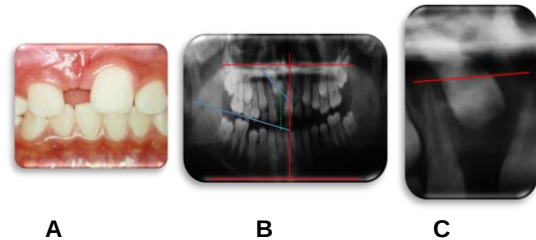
Posición inicial del diente incluido 11. A. Fotografía intraoral con ausencia del diente 11; B. Radiografía panorámica; C. Radiografía periapical
